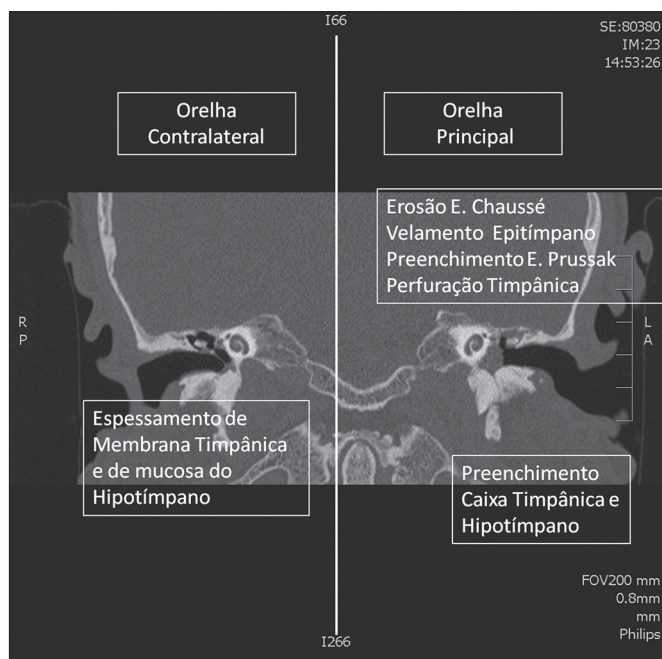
TC coronal. Comparação de anomalias entre orelha principal (esquerdo) e contralateral (direito).
